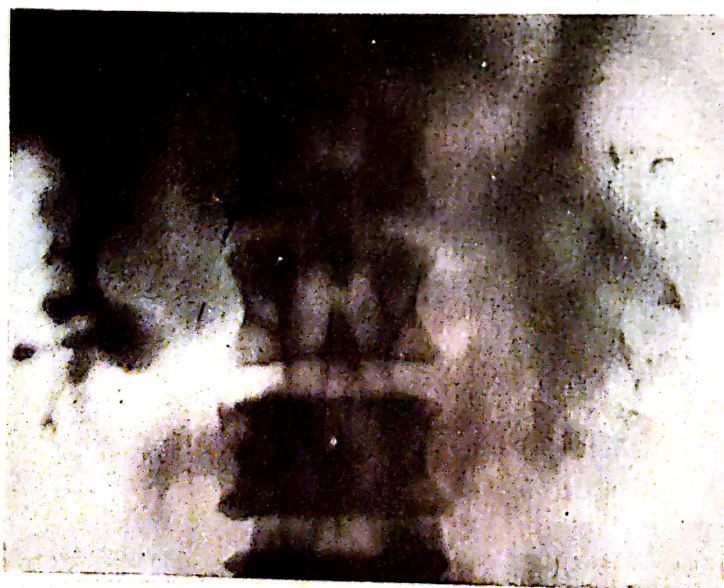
Tomografie. Liză osoasă a unghiului vertebral superior drept  $L_3$ . Urografie: cavități pielocaliceale normale (boală Hodgkin).
